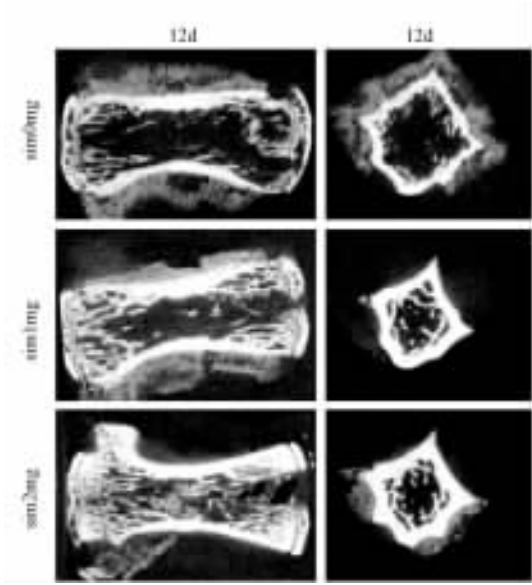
尾椎注射辛伐他汀后 12 d 轴状位、矢状位 Micro-CT 扫描。肉眼可见相比于对照组辛伐他汀治疗组骨皮质明显增厚,骨小梁密度明显增高
